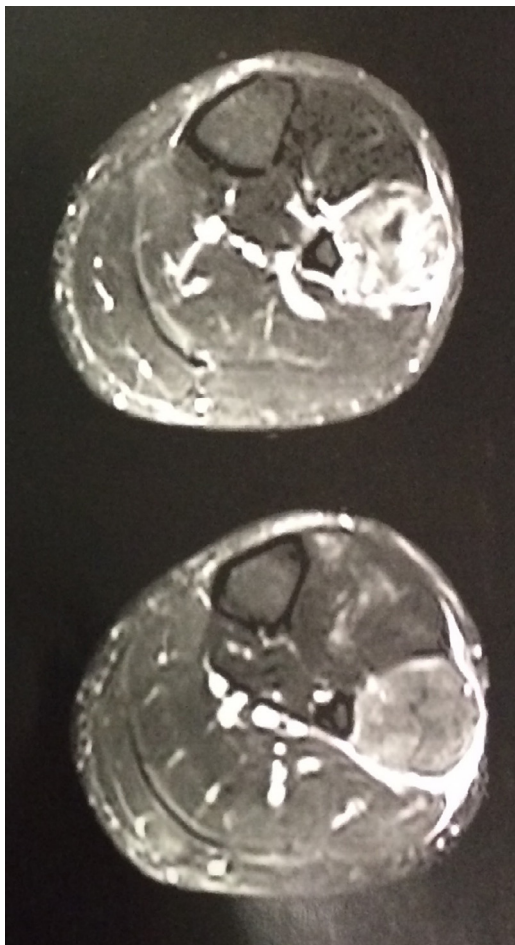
Ressonância magnética demonstra alterações de sinal em musculatura anterolateral da perna.
